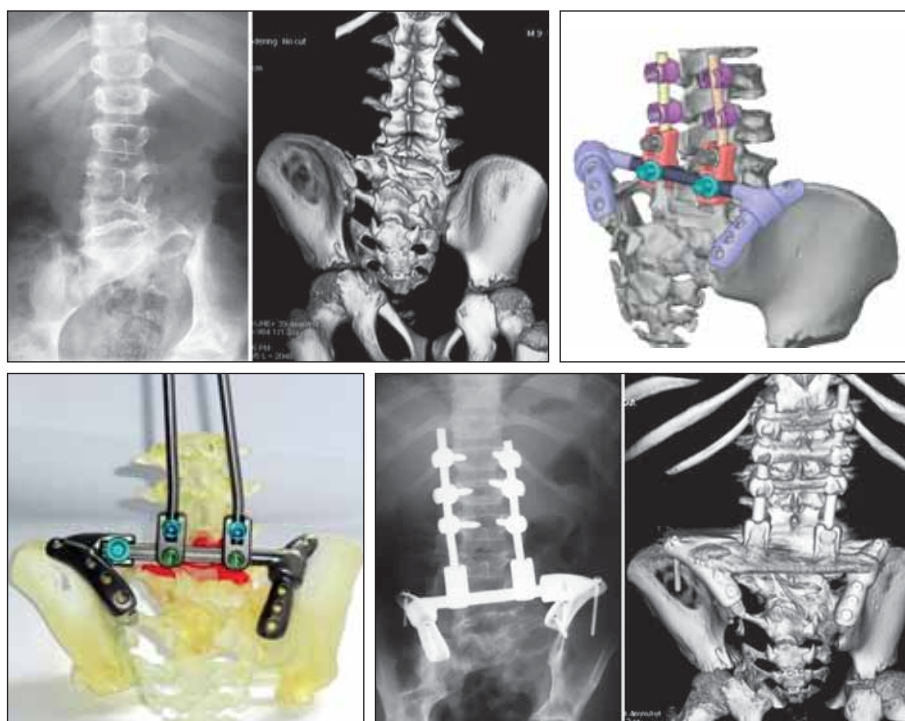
Пациент О., 9 лет. Нейрофиброматоз. Деформация пояснично-крестцового отдела позвоночника и таза: *a* — рентгенограмма и компьютерно-томографическая реконструкция до операции; *b* — компьютерная модель, проектирование индивидуального импланта; *c* — стероилитографическая модель с установленной кастомизированной конструкцией; *d* — рентгенограмма и компьютерно-томографическая реконструкция после выполнения позвоночно-тазовой фиксации индивидуальным имплантатом
